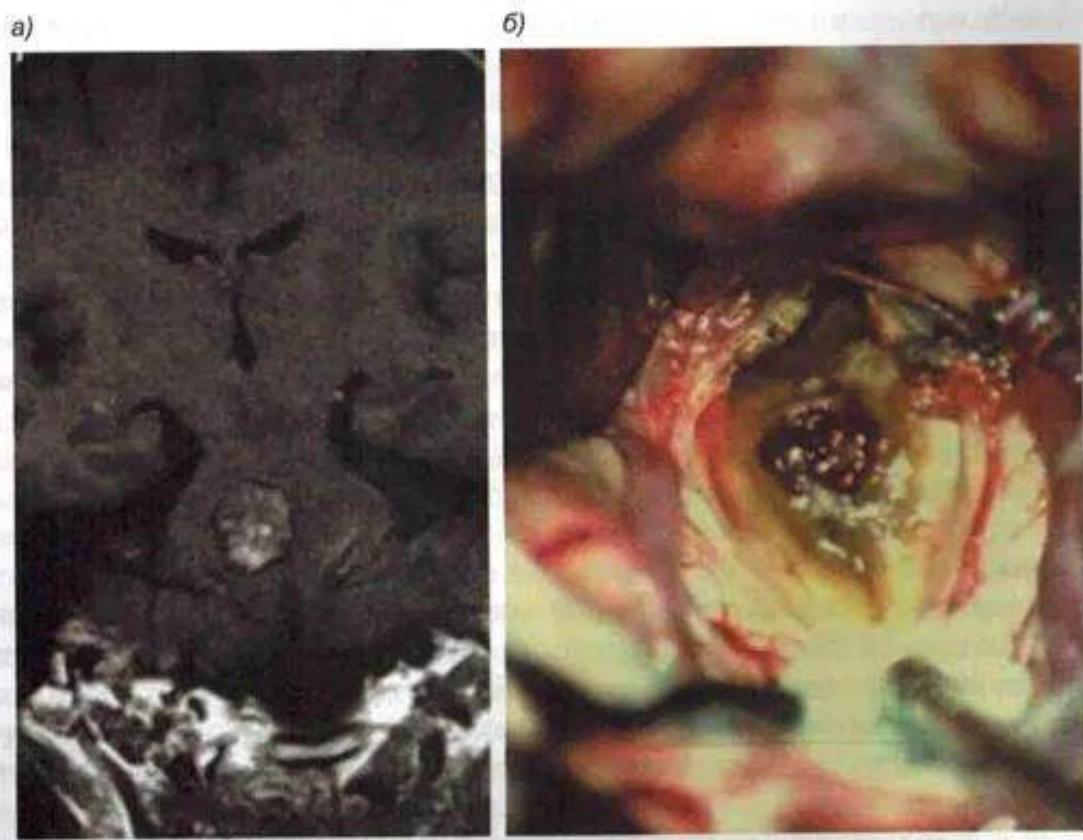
МРТ головного мозга, Т1-ВИ с контрастированием, коронарная проекция; кавернома правой половины моста мозга (а); интраоперационно: (б) — удаление каверномы ствола
